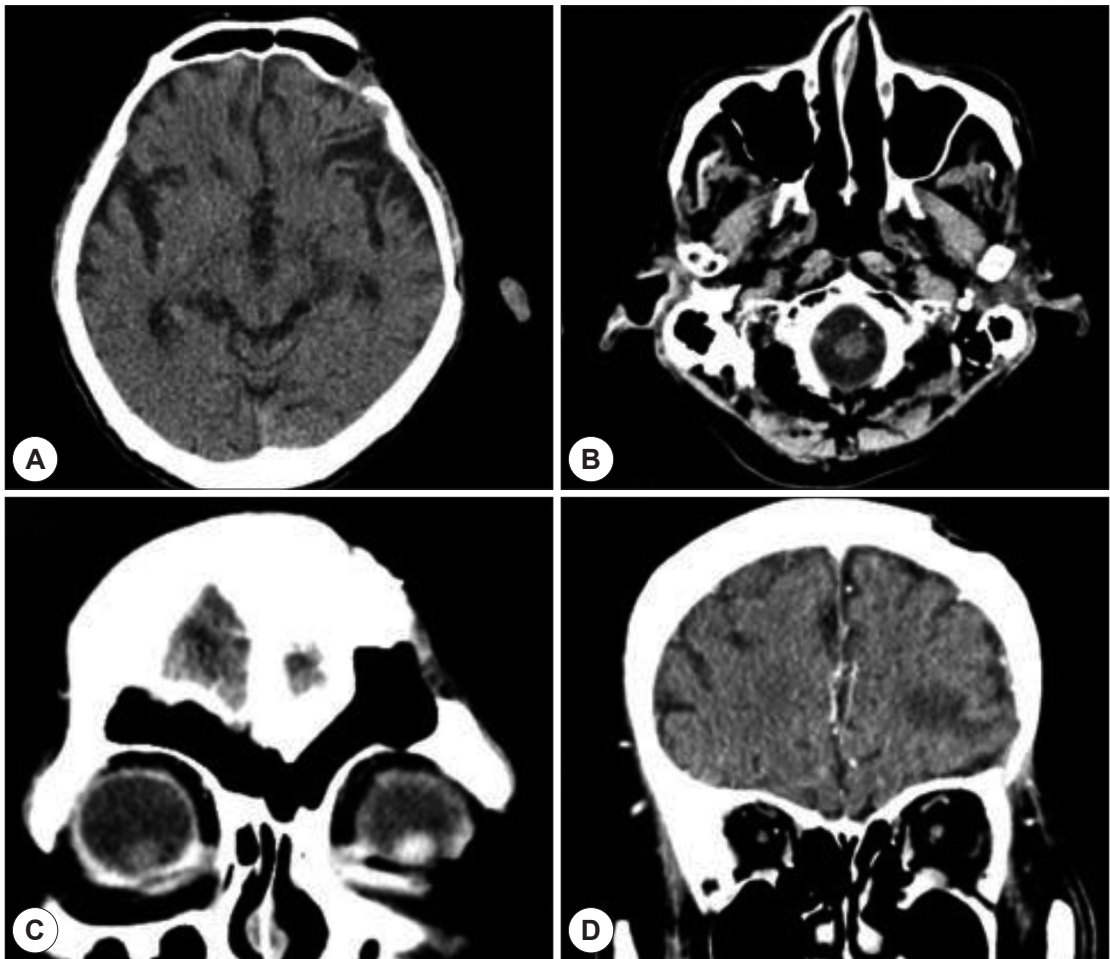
Brain computed tomography images in postoperative 2 months. Axial brain computed tomography finding shows resolution of subgaleal abscess (A) and maxillary sinusitis (B) Coronal brain computed tomography finding shows resolution of subgaleal abscess (C) and resolution of maxillary sinusitis (D).
